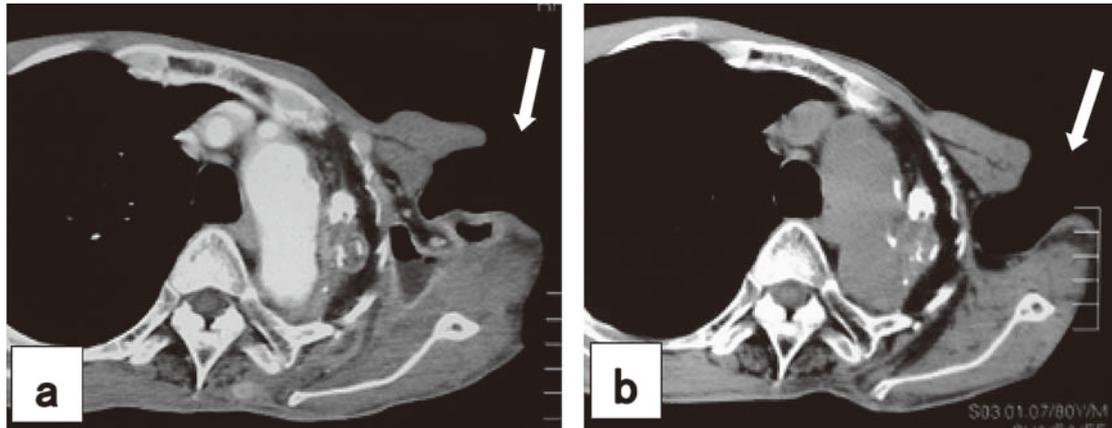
Chest CT scan shows the abscess from left axilla to posterior thorax became smaller after 2 months treatment (Fig. 5a), and almost disappeared after 12 months (Fig. 5b).
